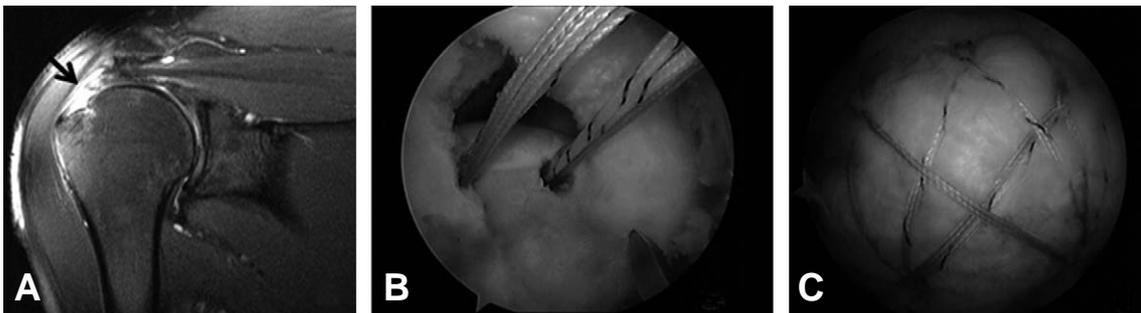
Forty-three year old man who was involved in vehicle accident. (A) MRI showing large sized supraspinatus tear. (B) Arthroscopy showing L-shape large sized full thickness supraspinatus tear. (C) Arthroscopic repair for full thickness rotator cuff tears with use of the double-row suture-bridge technique.
